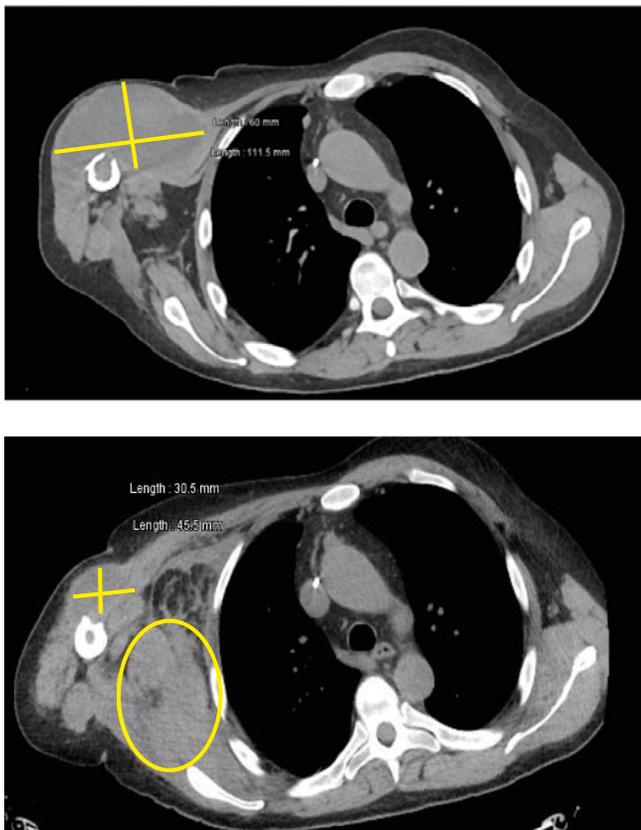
CT-scan evaluations with 2 month-interval
